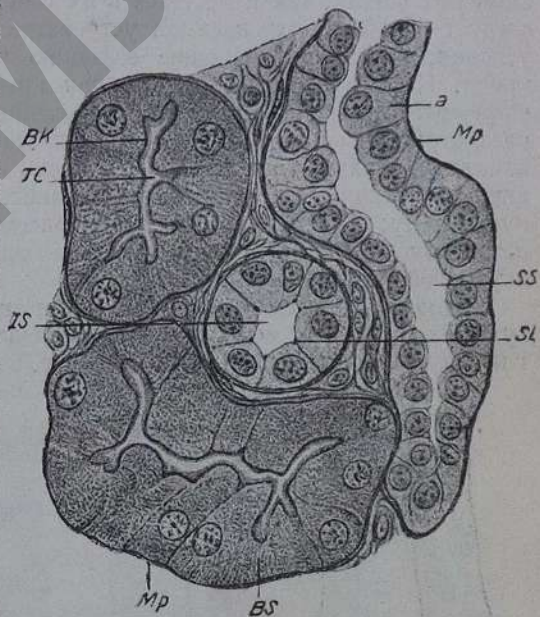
Из коркового вещества почки человека. TC — tubuli contorti proximales; SS — tubuli contorti distales (вставочный отдел); BS — исчерченность базальных частей; BK — щеточковая каемка эпителия; Mp — membrana propria; SL — замыкательные полоски; a — едва заметная базальная исчерченность в извитых канальцах второго порядка; Is — начальная часть собирательного канальца. Увел. 500 (по Шафферу).
